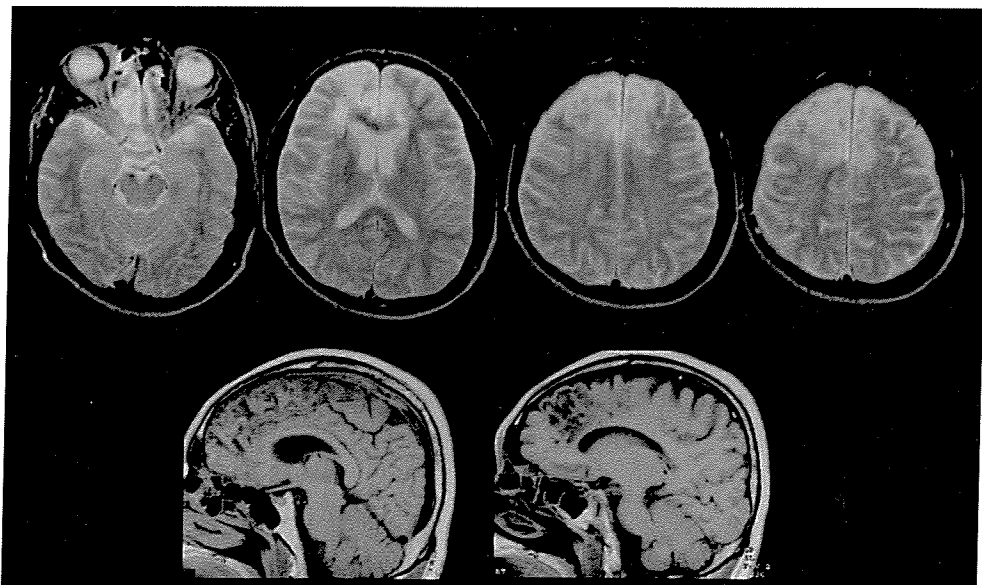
症例1, MRI 水平断T2強調画像(上段)とMRI 矢状断T1強調画像(下段)
